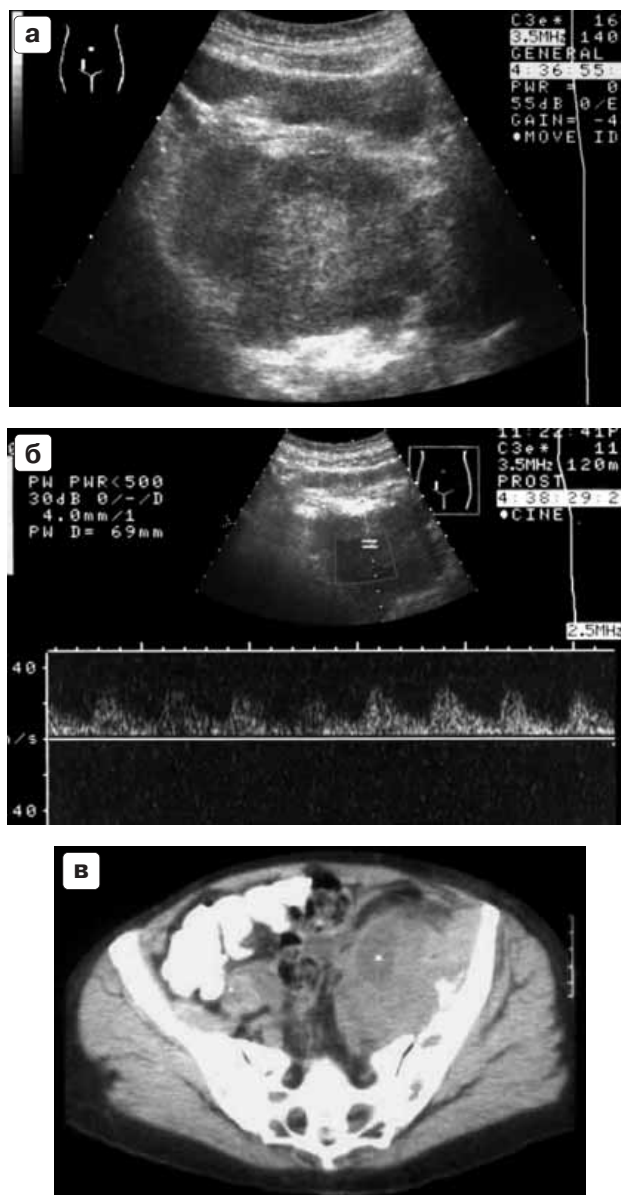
Рабдомиосаркома левой подвздошной области. Больная С., 67 лет. а – на эхограмме рабдомиосаркома представляет собой многоузловое опухолевидное образование с четкими контурами. б – на доплерограмме регистрируются признаки артериального кровотока внутри опухолевой массы. в – на компьютерной томограмме рабдомиосаркома представлена мягкотканым образованием с центральной полостью некроза и деструкцией крыла левой подвздошной кости.
